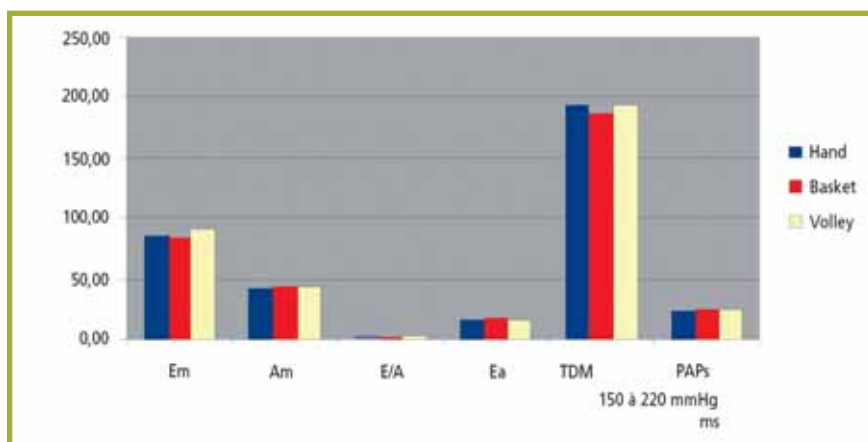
Paramètres Doppler des athlètes en fonction du sport pratiqué.
